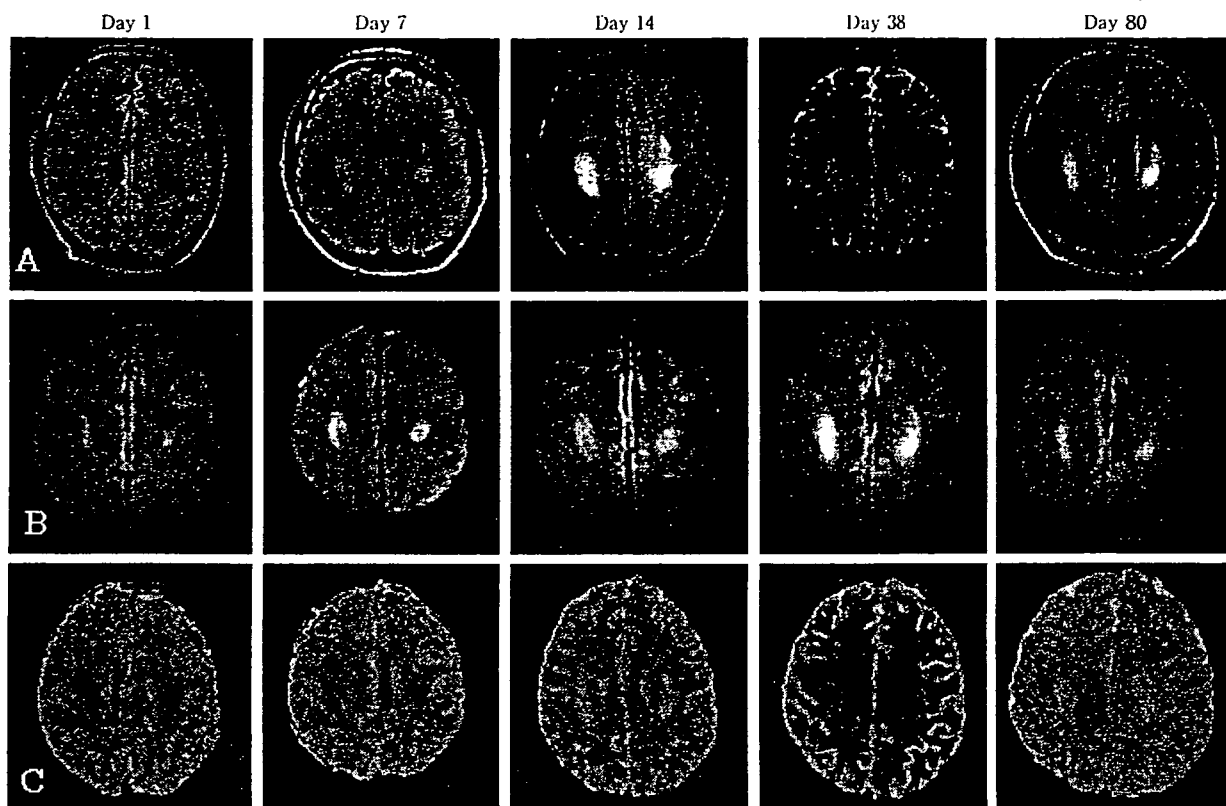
Serial MR images of a patient with acute leukoencephalopathy after MTX treatment. FLAIR images (A: upper rank), DWI (B: middle rank), and ADC map (C: lower rank) are shown at five time points. Areas of restricted proton diffusion appear on DWI and hypointense on ADC. The patient suffered stroke like episode that resolved quickly without residual neurological deficit. Clinical recovery was accompanied by normalization of DWI and ADC signal. Findings on FLAIR sequences were much less prominent at the acute stage of the disease. We considered hyperintense on DWI after day14 as T2 shine-through.
